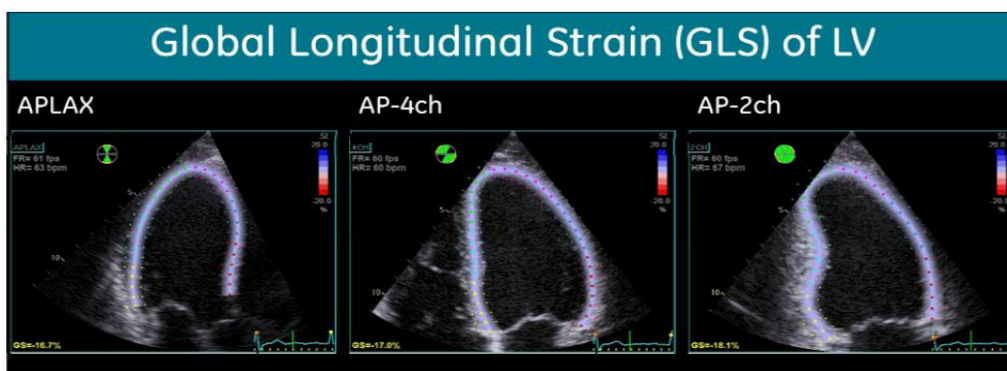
Incidentele cele mai folosite în ecografia speckle tracking [78]
